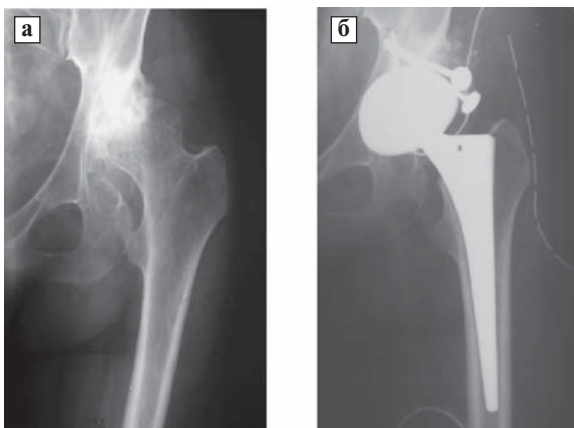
а) на рентгенограмі диспластичний коксартроз Crowe III тип до оперативного лікування; б) на рентгенограмі результат тотального ендопротезування лівого кульшового суглоба через 12 місяців після операції.
